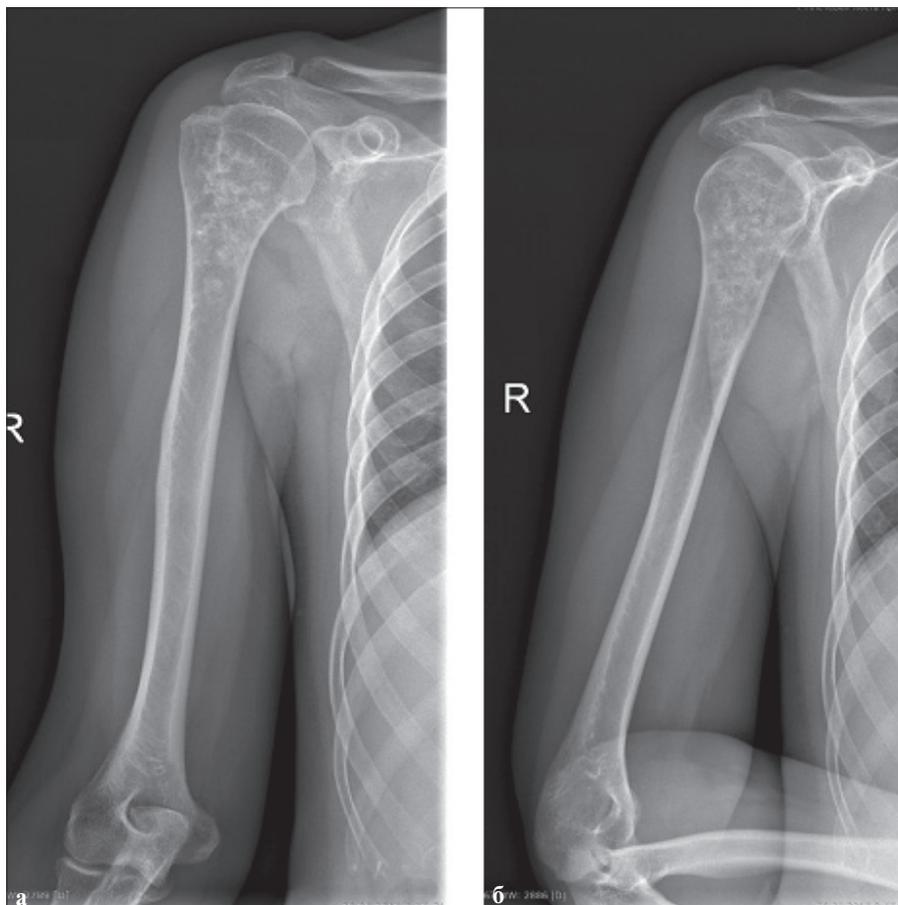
Рентгенография правой плечевой кости: а) прямая проекция; б) боковая проекция
